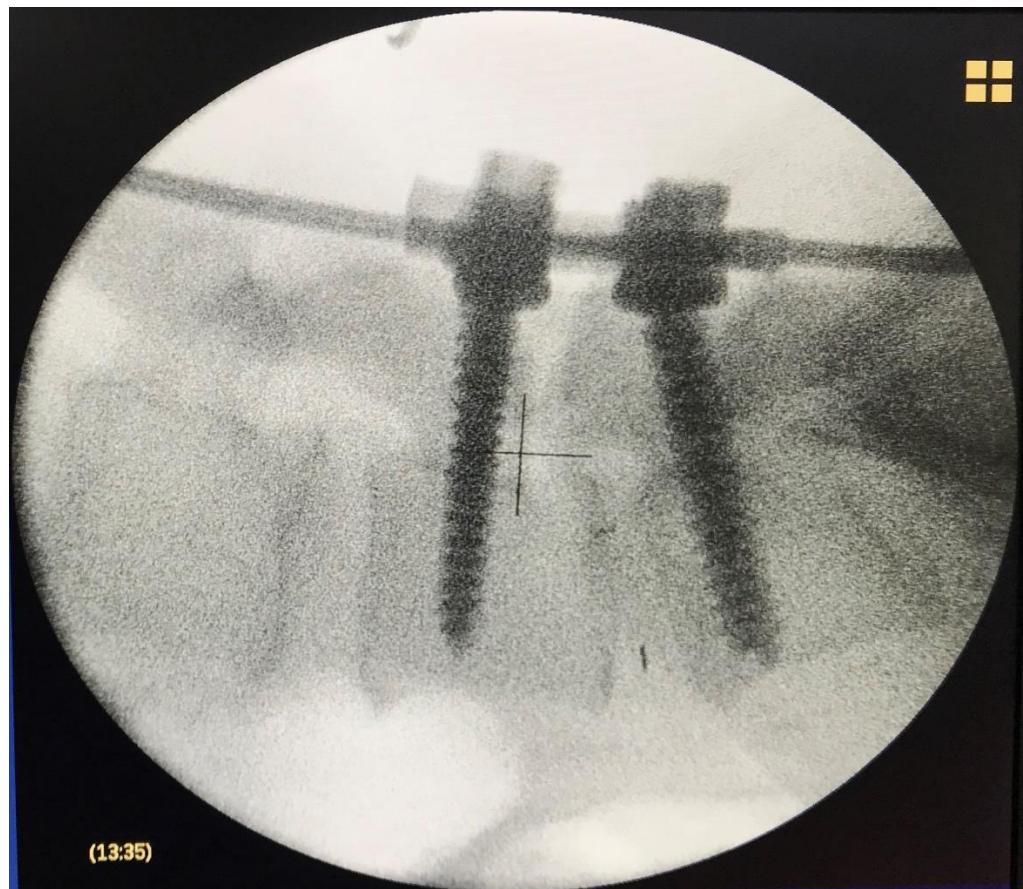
Послеоперационный рентгеновский снимок через ЭОП.
